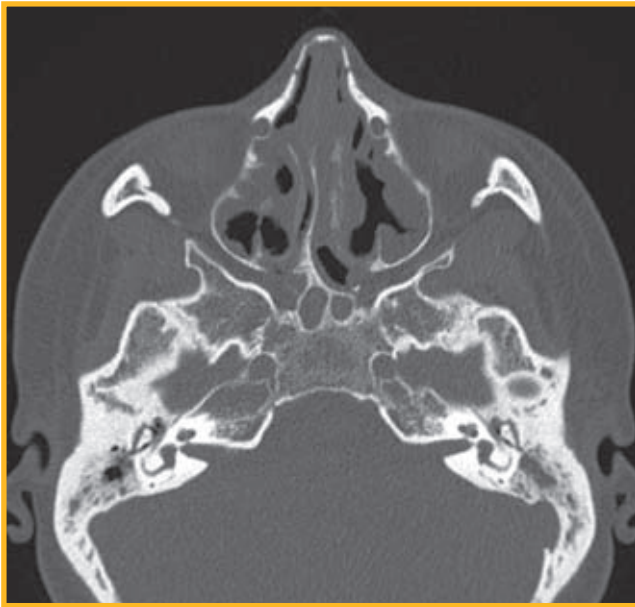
Компьютерная томограмма от 30.11.22: отрицательная динамика — ухудшение пневматизации пазух с формированием хронического полипозного риносинусита, двустороннего хронического среднего отита. Деформация перегородки носа
